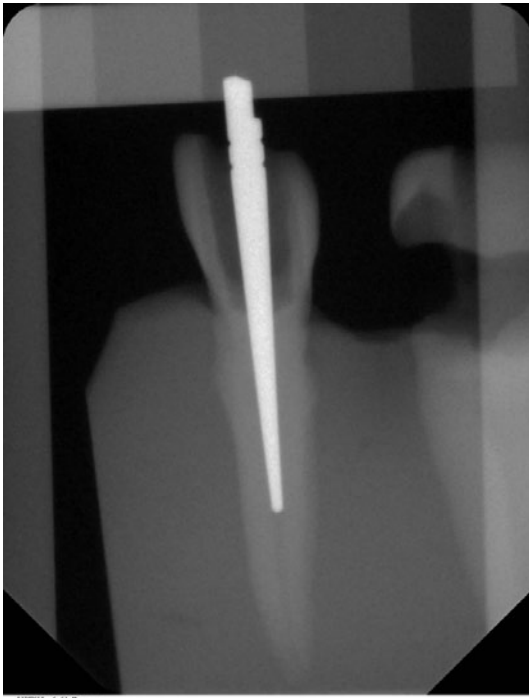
Exemplarisches Originalbild des digitalen Röntgensystems Sidexis
